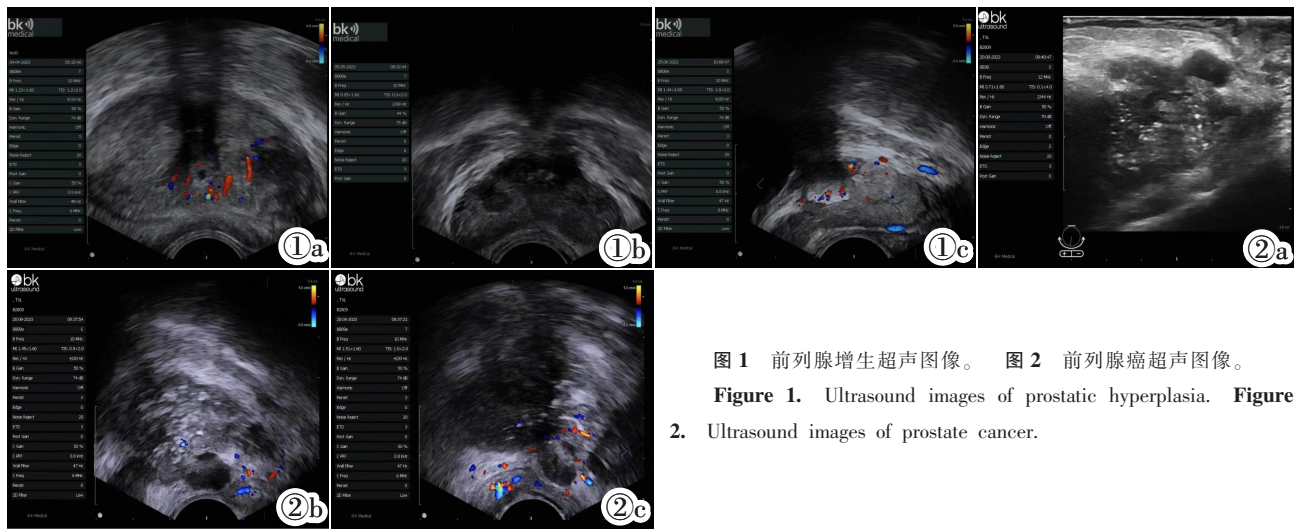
前列腺增生超声图像。 图 2 前列腺癌超声图像。
